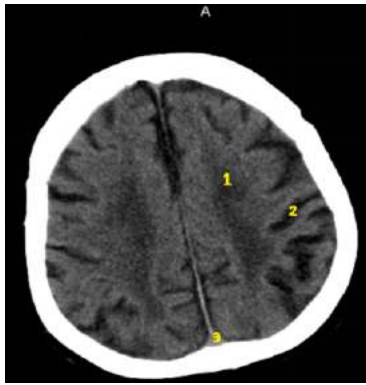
Aksiyal BT; supraventriküler seviye, interhemisferik fissür (1), sentrum semiovale (2), SSS (3)
